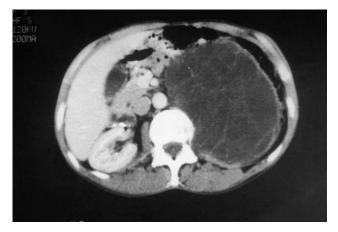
TDM abdominale : tératome rétropéritonéal (Obs. 7) : triple composante
